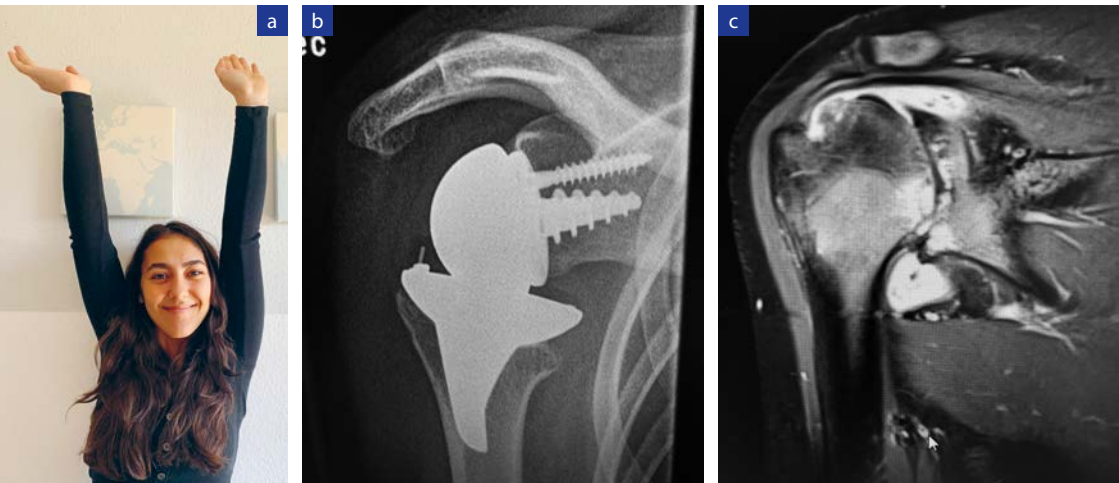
a und b: klinisches und radiologisches Ergebnis nach inverser Schulterendoprothese bei einer 16-Jährigen sechs Monate nach OP, Abb. c: präoperativer MRT-Befund nach 3-jährigem konservativem Therapieversuch
